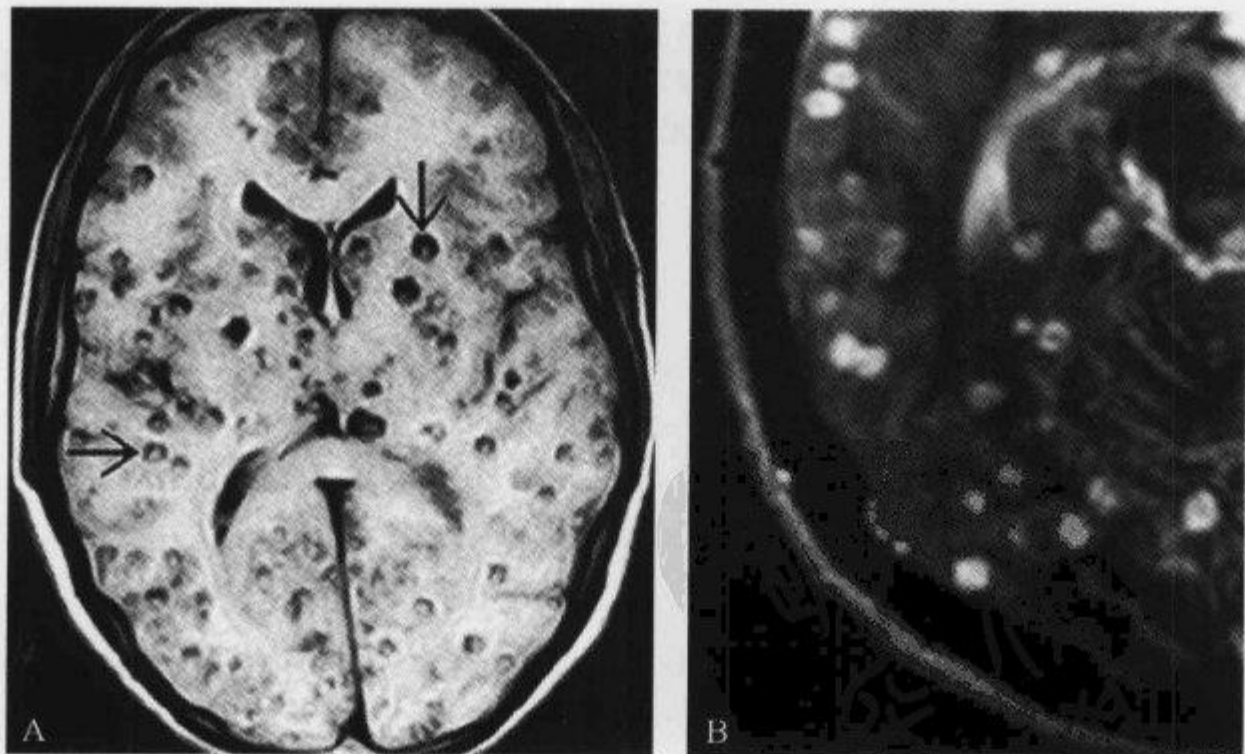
MRI T_1 WI、 T_2 WI 示“黑靶征”和“白靶征”
